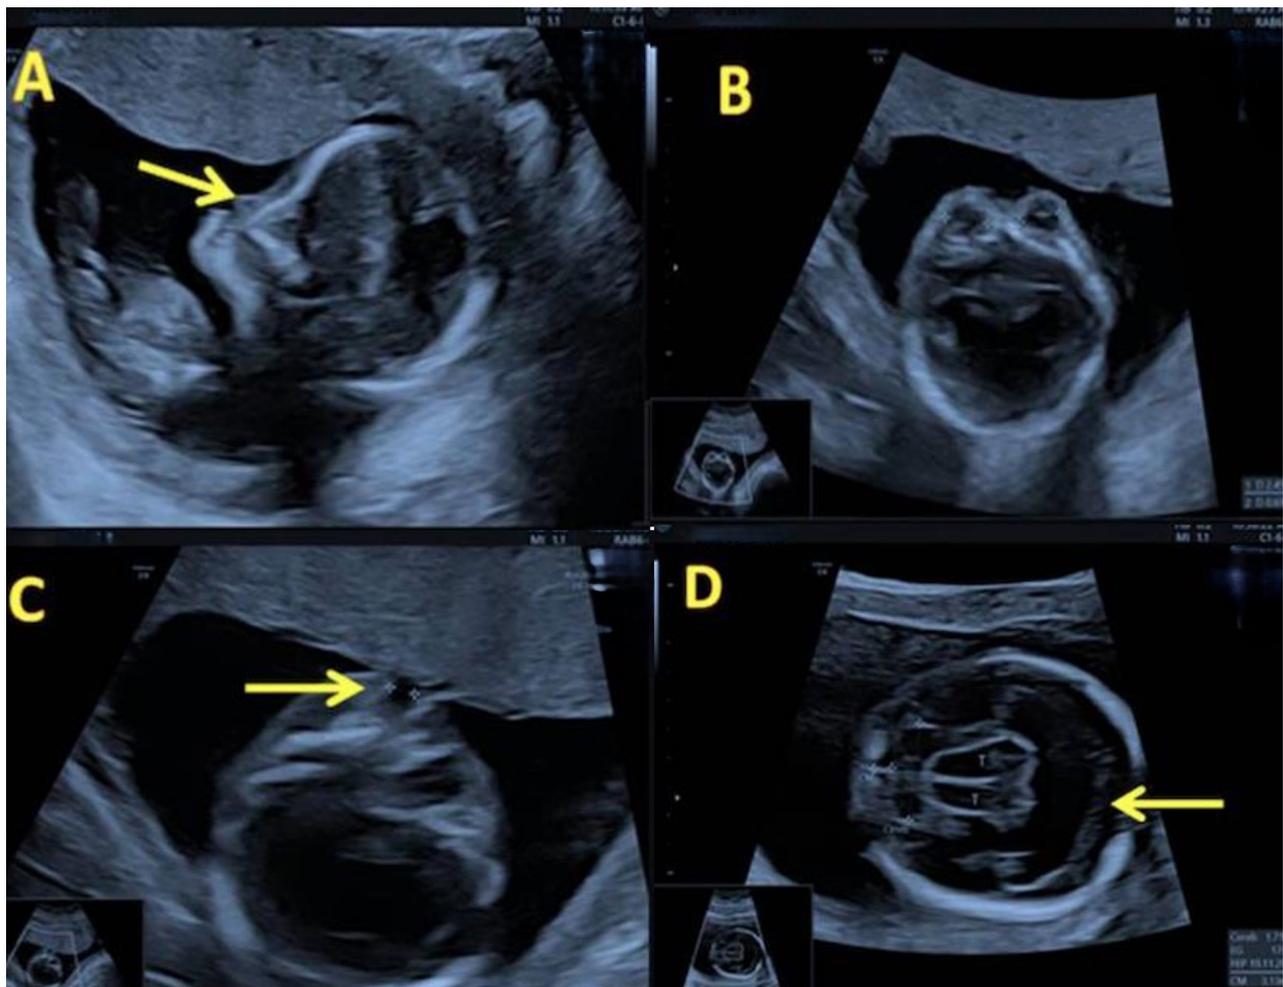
Imagen ultrasonográfica del segundo trimestre, A) Se observa ausencia de estructuras nasales; B) Hipotelorismo; C) Labio leporino; D) No se observa línea interhemisférica a nivel del cerebro anterior, se aprecia ausencia del *cavum* de *septum pellucidum* y cuernos frontales.
